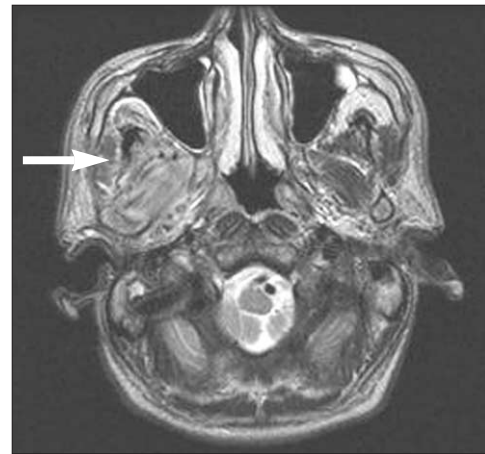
T₂ weighted MRI shows diffusely infiltrative lesion in the right infra-temporal fossa.
